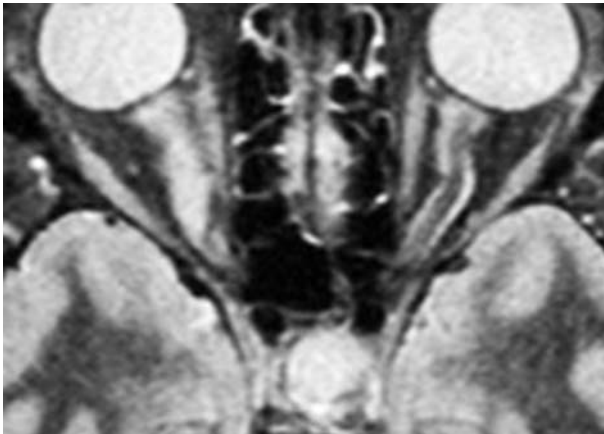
RM en secuencia T2 axial de una mujer afectada de un meningioma intraorbitario de la vaina del nervio óptico derecho.
